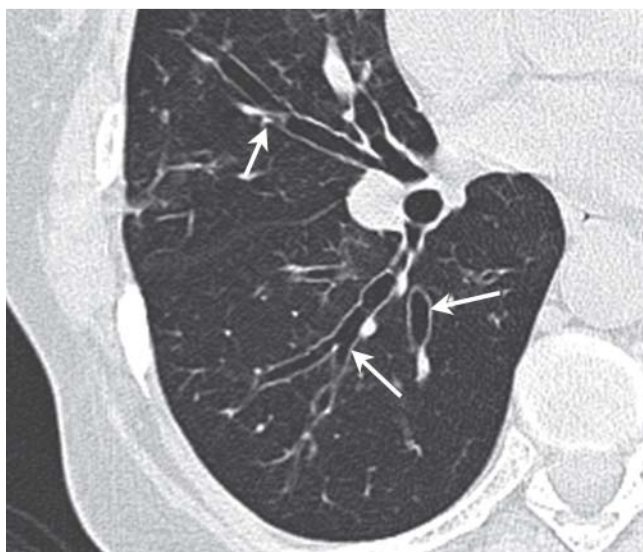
CT mit zylindrischen Bronchiektasen im Mittellappen und rechten Unterlappen (Pfeile).
